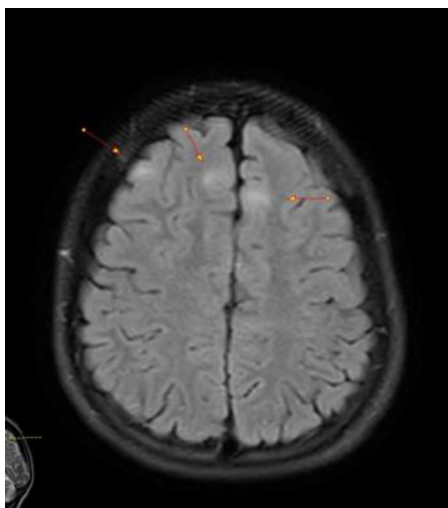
МРТ, FLAIR в аксиальной плоскости, гиперинтенсивные очаги в субкортикальной области в лобно-теменных долях билатерально у пациента И., 13 лет.
